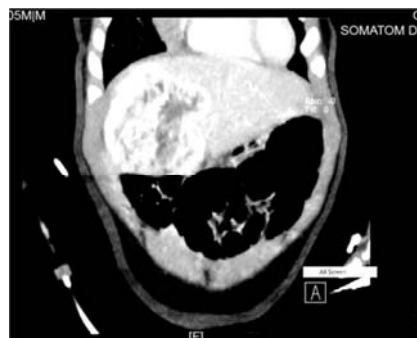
5-місячний хлопчик К., КТ органів черевної порожнини з контрастуванням, артеріальна фаза. А – аксіальна проекція, Б – фронтальна проекція.
